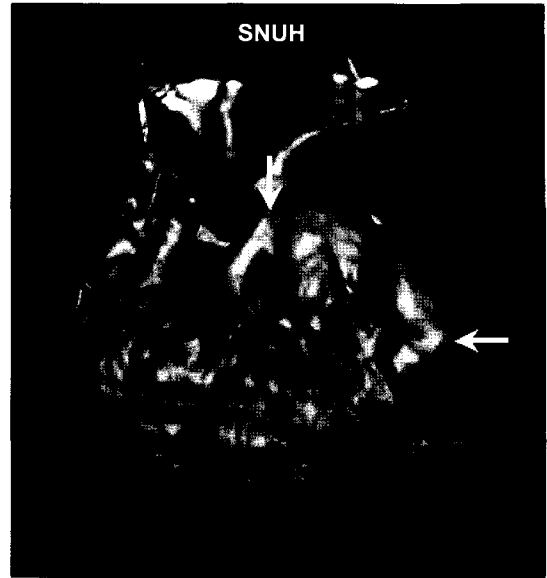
Postoperative 3-dimensional CT (leftward arrow; Right ventricle-Pulmonary artery conduit, downward arrow; Norwood anastomosis).
